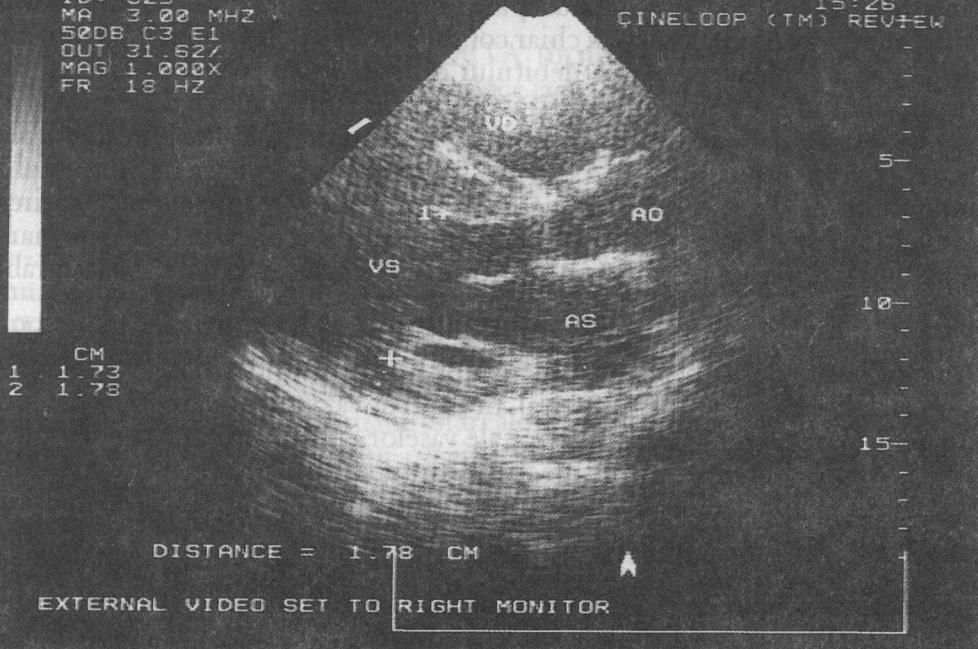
Ecocardiograma bidimensională în secțiune longitudinală parasternală la un pacient cu hipertrofie ventriculară stângă concentrică pronunțată. Peretii ventriculului stâng sunt îngroșați (septul interventricular 17 mm, peretele posterior al ventriculului 18 mm) în egală măsură. AO - aorta, AS - atriu stâng, VD - ventriculul drept, VS - ventriculul stâng. (Clinica de cardiologie Chișinău, doctor în medicină Tcaciuc L.)
